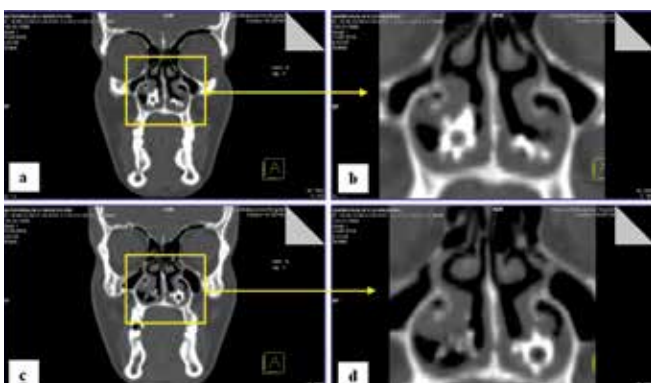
CT of the nasal cavity, coronary section: a, b – radiopaque formation – rhinolith, inlaid with calcification in the right nasal passage with a spherical core; c, d – rhinolith, inlaid with calcification in the left nasal passage with a spherical core
